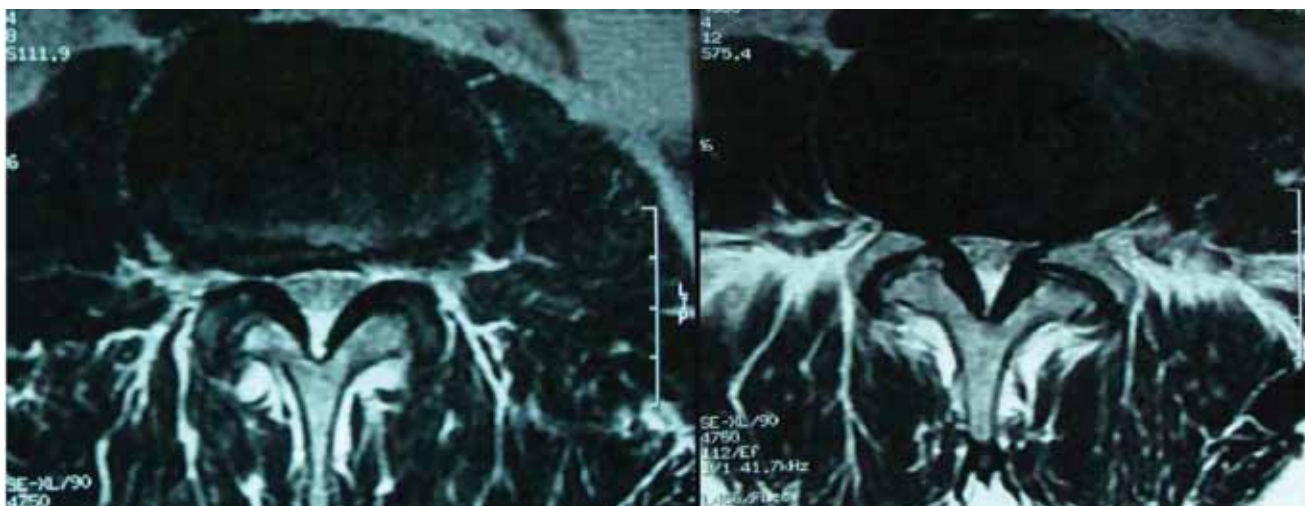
Ressonância Magnética Axial pré-operatória evidenciando a estenose do canal vertebral ao nível de L3-L4 e L4-L5.
